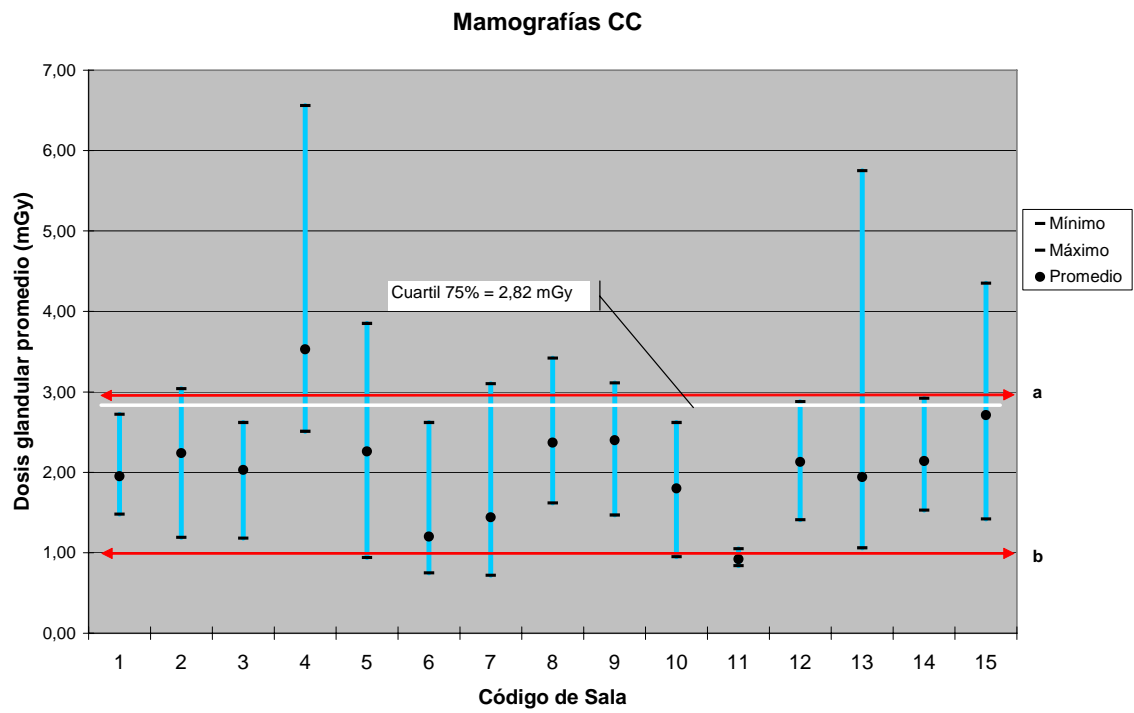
DOSIS GLANDULAR PROMEDIO, mGy PARA RADIOGRAFÍAS DE MAMA CC POR SALAS DE MAMOGRAFÍA
